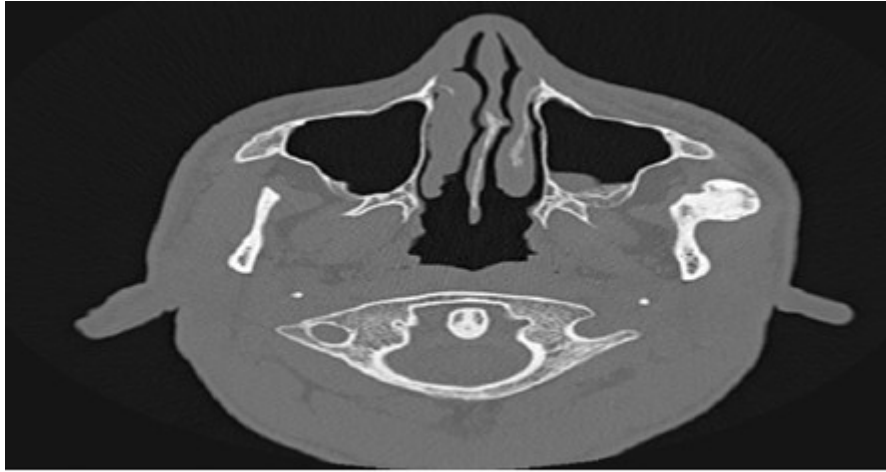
Tomografía simple de macizo facial (corte axial).
